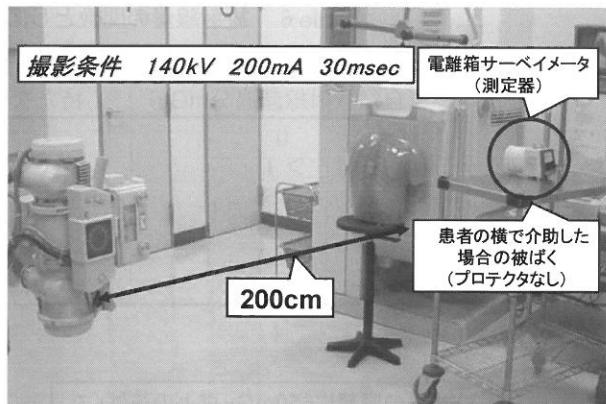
胸部X線撮影介助時の医療スタッフの被ばく線量測定
